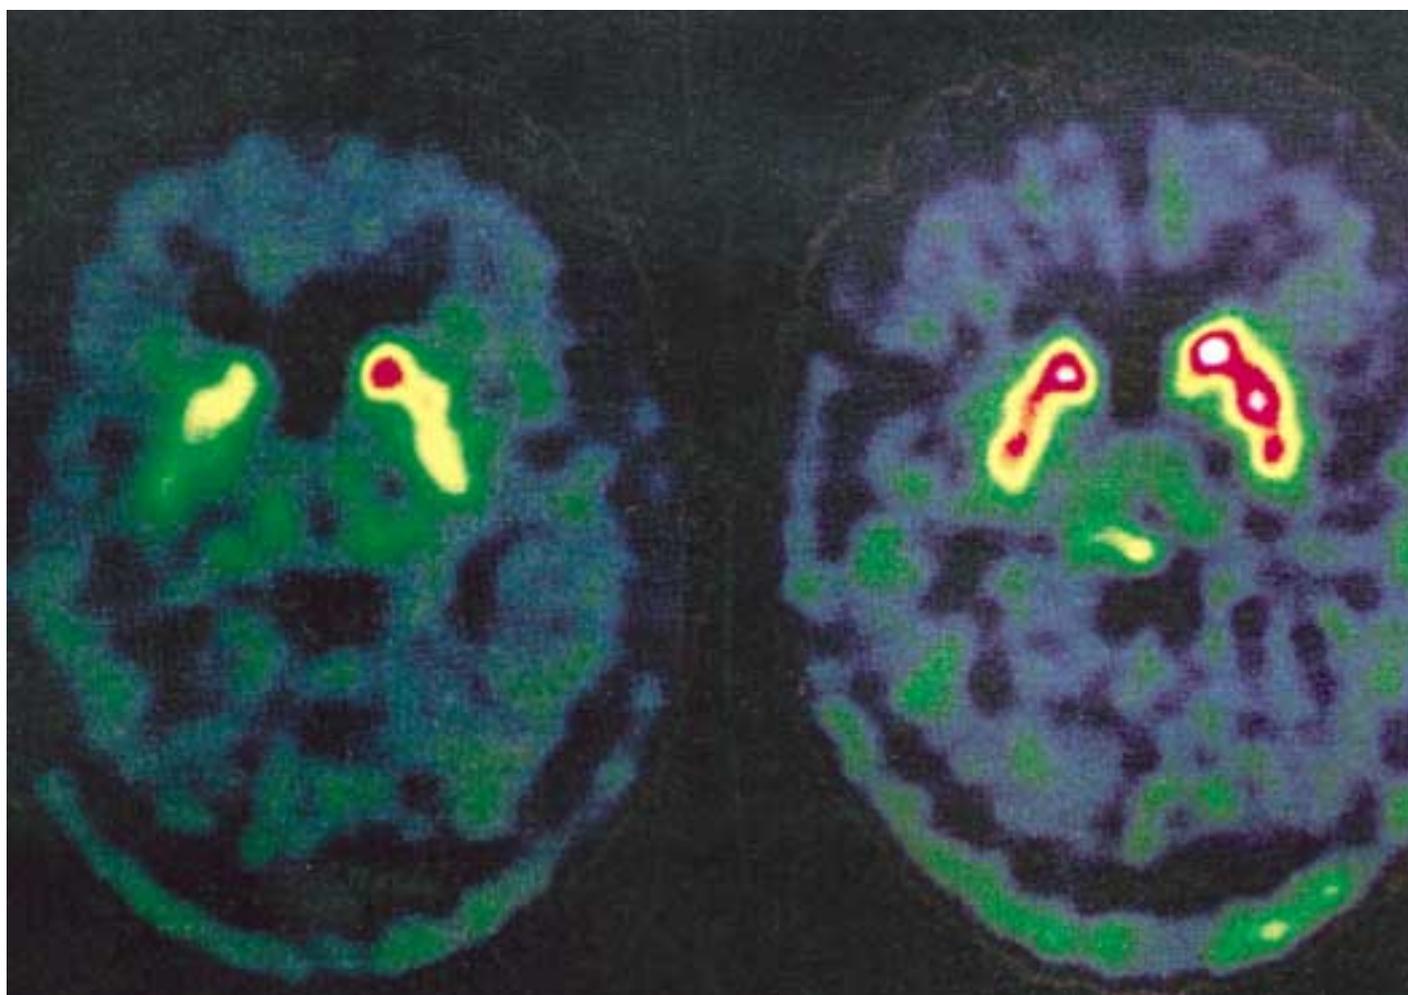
L-Dopa ist ein wichtiger Wirkstoff in der Behandlung von Parkinson-Patienten. Damit genügend davon ins Hirn gelangt, muss verhindert werden, dass L-Dopa bereits im Körper umgewandelt wird. PET-Abbildungen des Gehirns eines Parkinson-Patienten, dem radioaktiv markiertes L-Dopa intravenös verabreicht wurde. Links: ohne COMT-Hemmstoff. Rechts: nach Verabreichung des COMT-Hemmstoffs Entecapone zeigt sich deutlich eine grössere Anreicherung von L-Dopa in bestimmten Hirnregionen. [Copyright: Zeitschrift «Neurology»]
